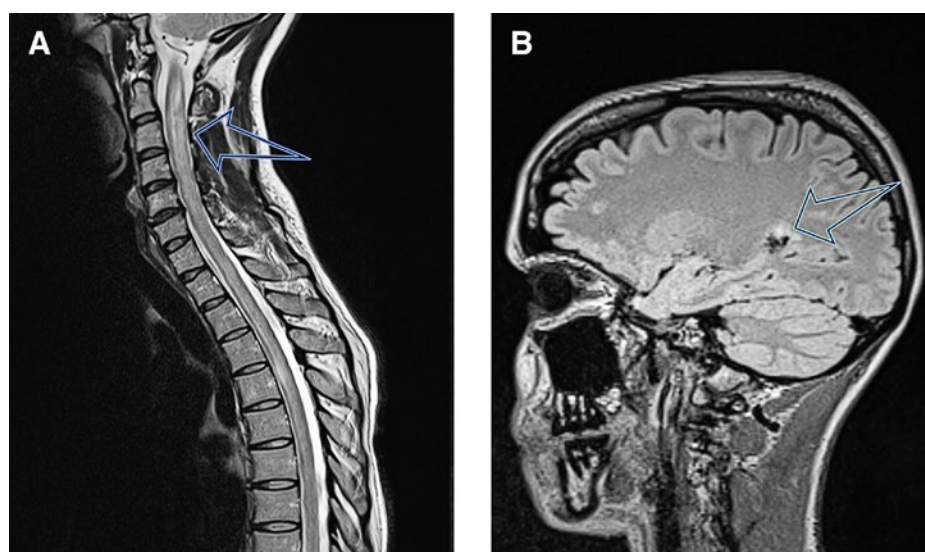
Coupes sagittales des IRM médullaire (A) et cérébrale (B) en séquence T2 avec gadolinium: A) hypersignal (flèche) correspondant à la myélite transverse du bulbe jusqu'à C6 avec prise de contraste, traduisant une inflammation active; B) hypersignal (flèche) correspondant à la lésion inflammatoire paraventriculaire avec prise de contraste.
